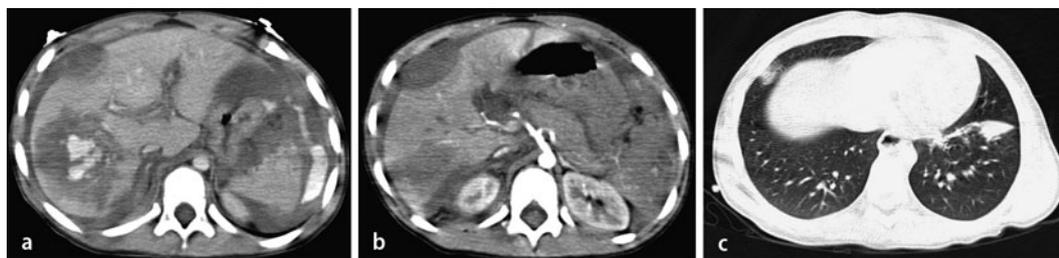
▲ Präoperative Computertomographie, a Kontrastmittelaustritte („contrast-blush“) [20] im Bereich einer Ruptur im rechten Leberlappen und lateral links im Milzrupturbereich, b subkapsuläres Leberhämatom, c Lungenkontusionen links und gering auch rechts
